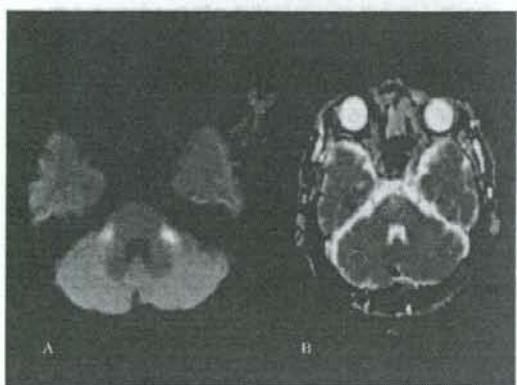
頭部MRI 両側の中小脳脚は拡散強調画像(DWI)では高信号を呈し(A), apparent diffusion coefficient(ADC)値は低値(B)を示し虚血後の細胞傷害性浮腫が示唆された。
